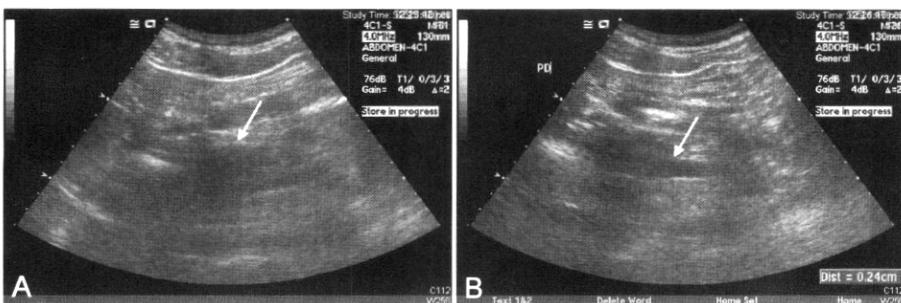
Abdominal ultrasonography findings of pancreas. (A) A hypoechoic lesion in head portion (B) Mild dilatation of pancreatic duct (0.24 cm).
